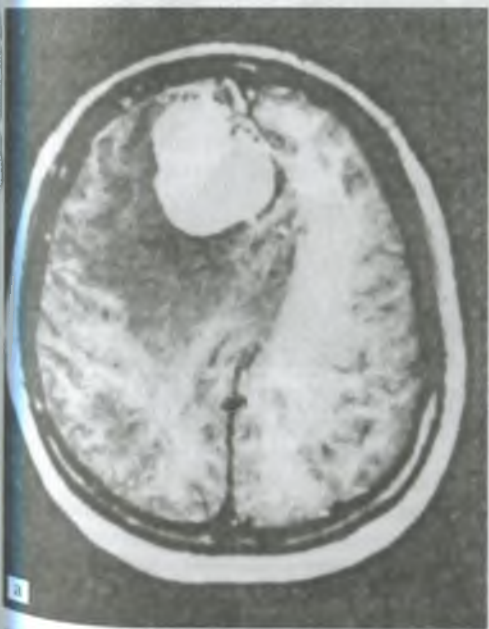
Компьютерные томограммы головного мозга при парасагитальной менингиоме на уровне лобных долей (исходный рост справа в лобную долю мозга): а — горизонтальный срез головного мозга; б — фронтальный срез головного мозга.
